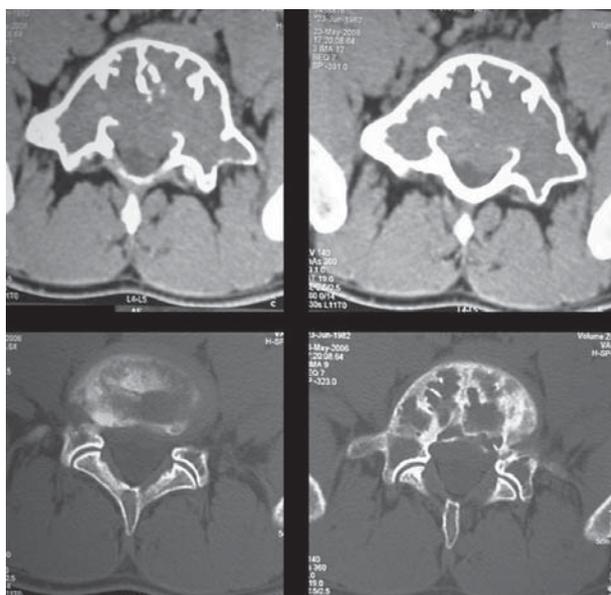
Tomografia computadorizada mostrando lesões líticas multiloculares.
